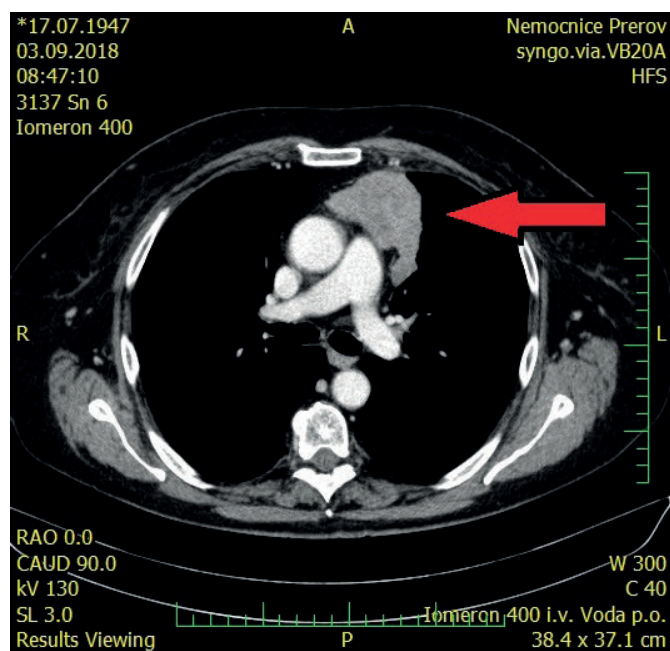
CT vyšetření hrudníku a břicha s kontrastní látkou, sagitální řez, tumor předního mediastina – šipka
